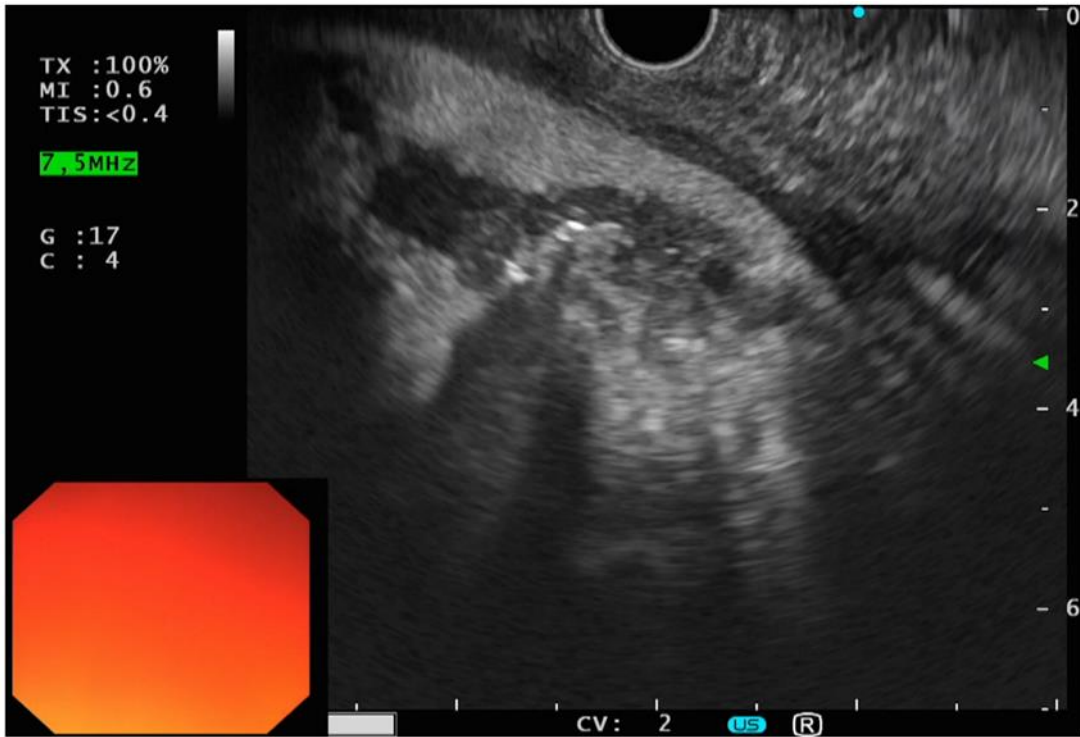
Transgastrale endosonographische Darstellung einer ausgedehnten Pankreasnekrose
